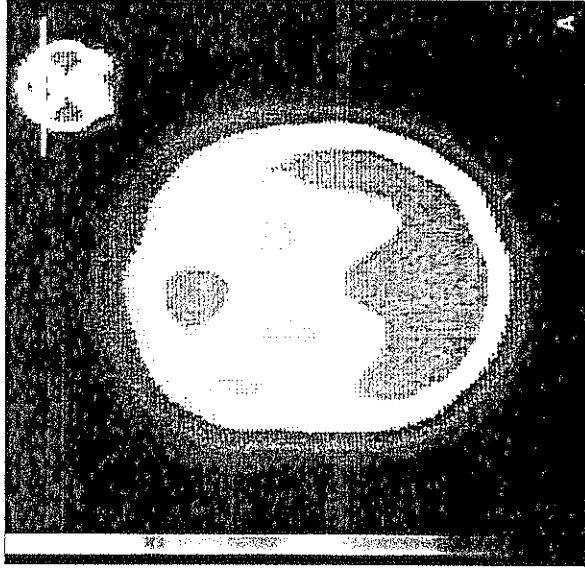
A-B) SPECT, cortes transversal y sagital, del mismo paciente de la fig. 3-3, que muestra hipofunción frontal.
